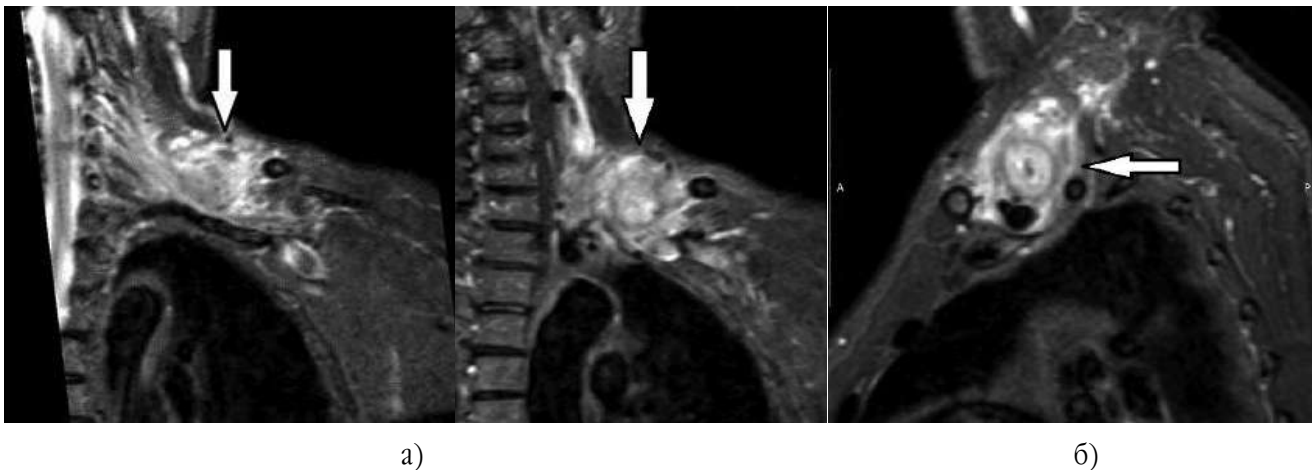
На МР-томограмах у режимі STIR інфільтрація лівого плечового сплетення лімфомою: а) у корональній проекції; б) у сагітальній проекції
